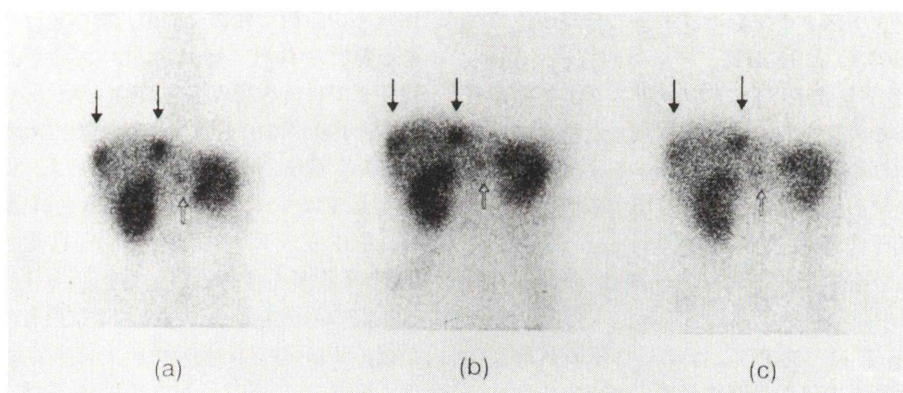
Anterior abdominal images obtained at 4 hr (a), 24 hr (b) and 48 hr (c) after the injection of ^{111}In -pentetreotide. Two gastrinoma hot spots in the liver were clearly visualized in all image sequences (arrows). A small hot spot in the left lobe of the liver (open arrow) was thought to be false positive, because it was detected neither on SPECT nor on CT.
